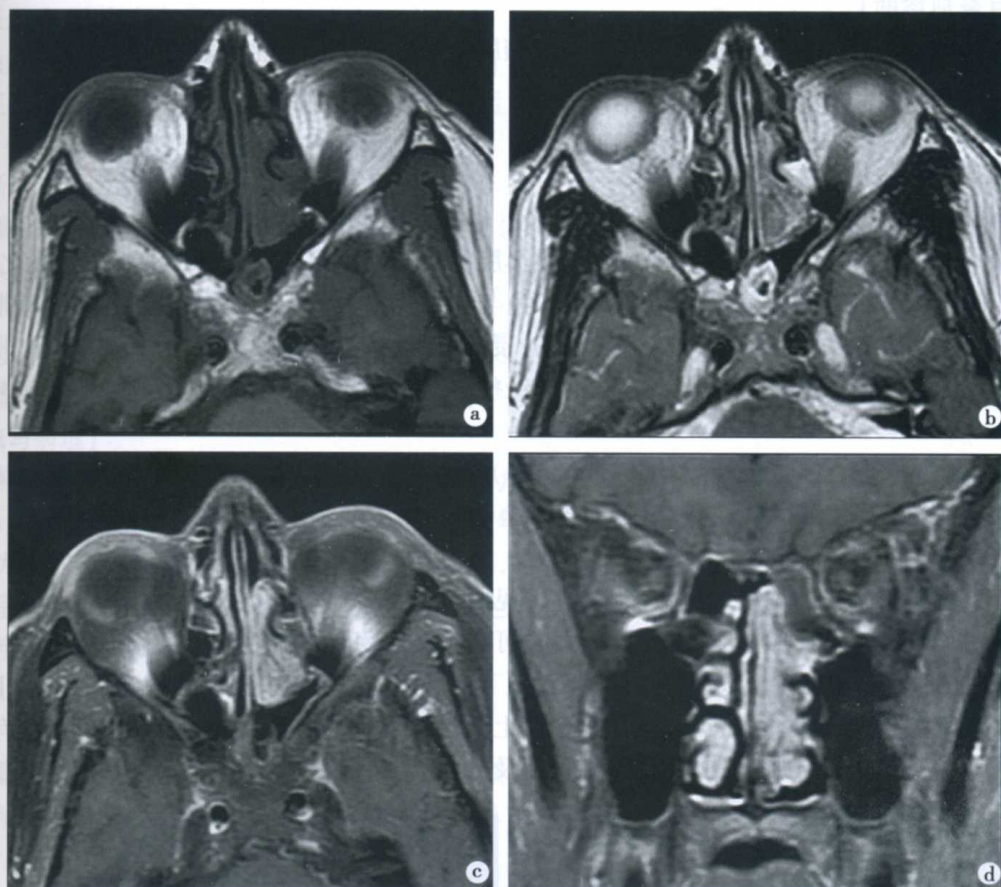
左侧鼻腔内翻性乳头状瘤 MRI 表现
